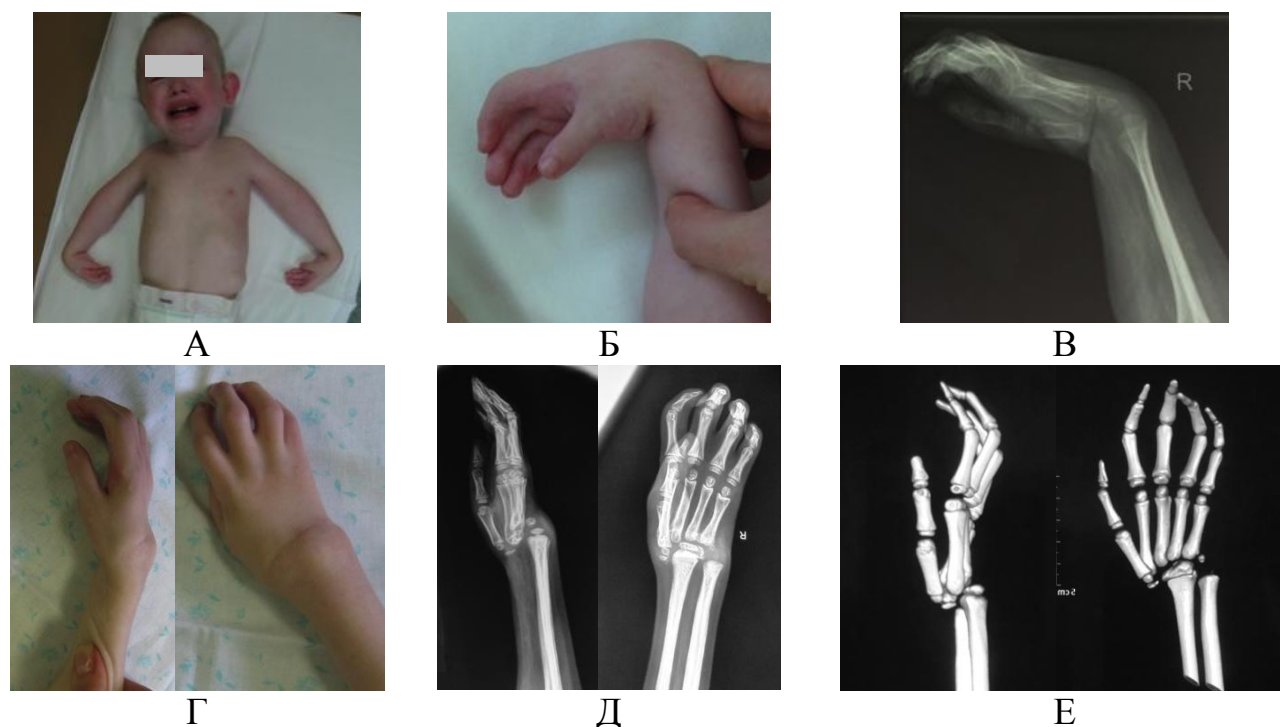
Ладонный вывих кисти у пациента М., 3 лет (и/б № 13/6393,) А – внешний вид больного, Б, В – общий вид и рентгенограмма правой кисти до операции, Г – правая кисть в положении ладонной флексии 30°, Д – рентгенограмма правой кисти через 1 год после операции, Е – МСКТ правой кисти (и/б №15/1628)
